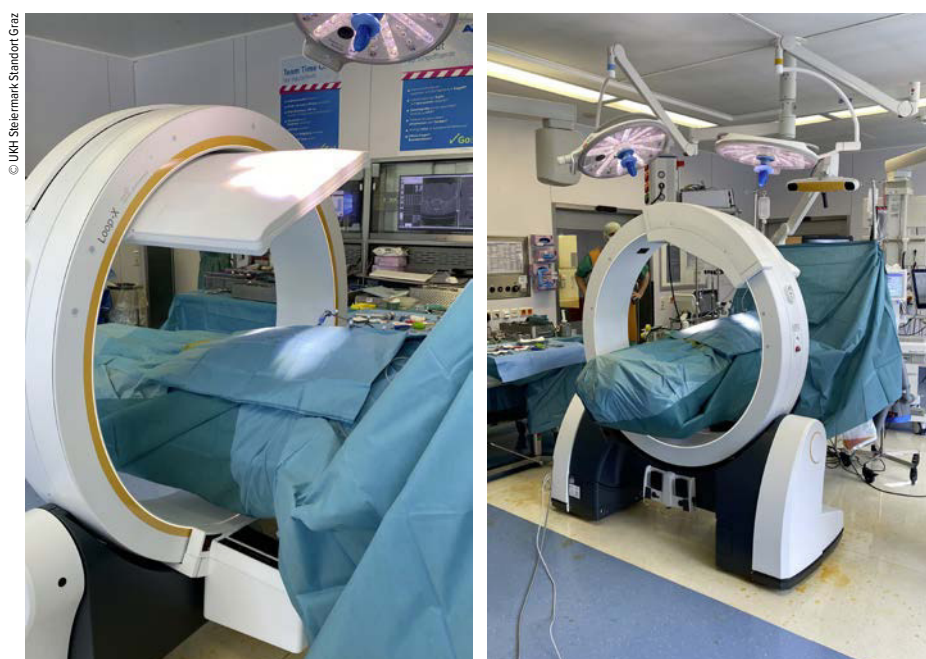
Mobiles intraoperatives 3D-CT LOOP-X
